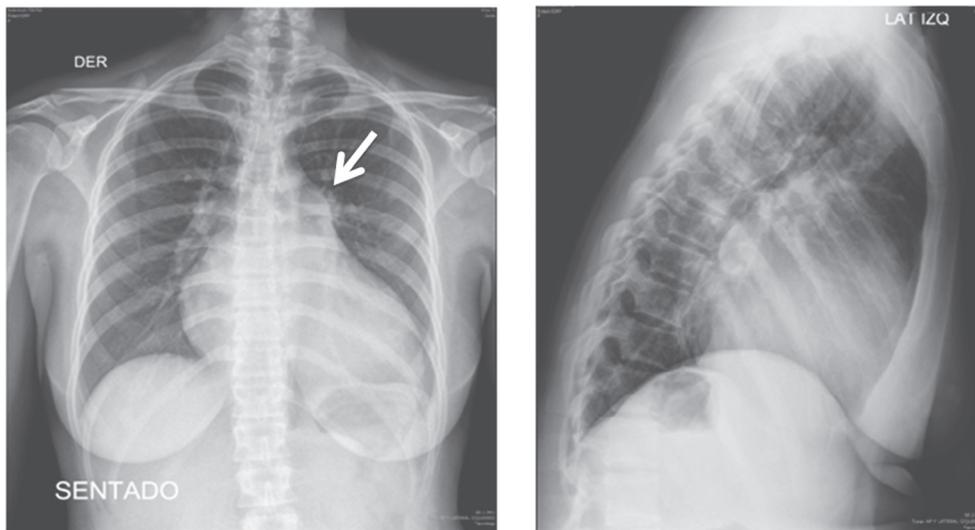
Radiografía convencional de tórax. La flecha muestra la prominencia del hilio izquierdo y la rectificación del cono pulmonar sugestiva de hipertensión arterial pulmonar
